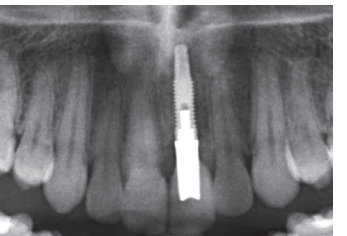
Radiografia de controlo passados dois anos.
